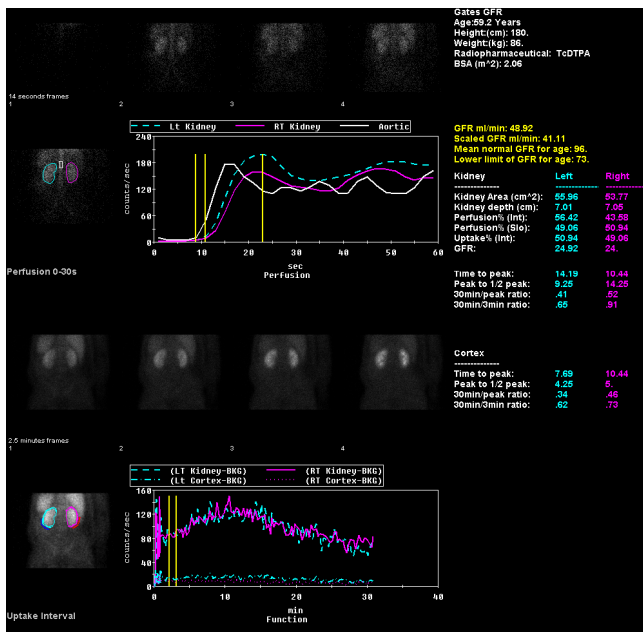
Пример реконструкции изображений почки при динамической нефросцинтиграфии при помощи рабочей станции Xeleris 2.1 (General Electric, США) в программной среде Renal Analysis (Emory University Hospital, США)
